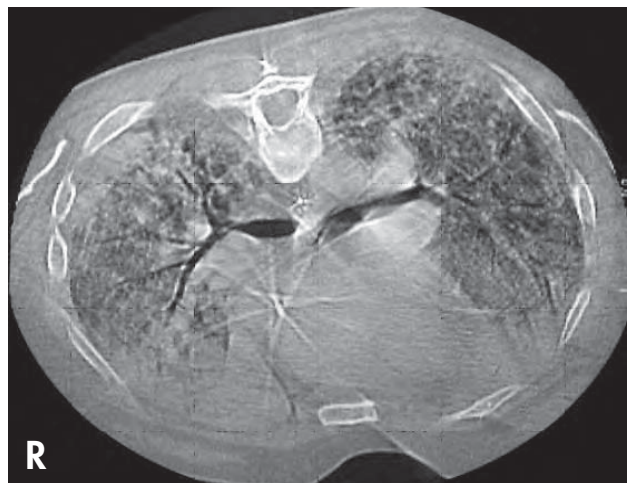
/14d. TAC de tórax. Imagen luego de 6 horas de posición prona. Se observa en la parte alta de la figura, que corresponde a la parte dorsal del pulmón, la aireación alveolar.
